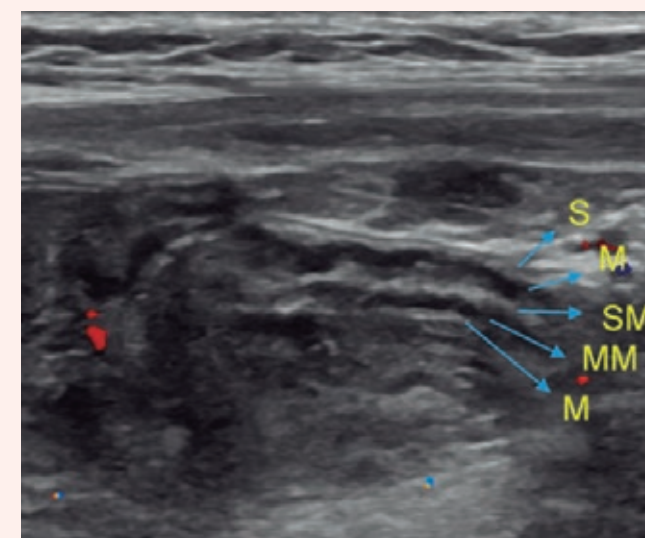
USG da alça intestinal realizada com transdutor linear de alta resolução evidencia as cinco camadas: M (mucosa), MM (muscular da mucosa), SM (submucosa), M (muscular própria) e S (serosa).
